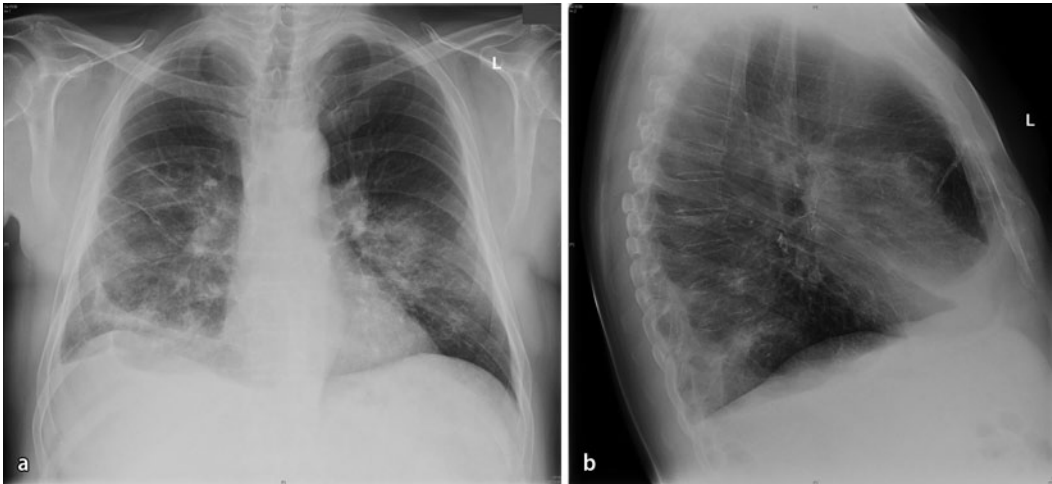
◀ Röntgenübersichtsaufnahme des Thorax im posterior-anterioren (a) und lateralen (b) Strahlengang bei einem 56-jährigen, lungentransplantierten Patienten mit bilateraler Pneumonie und Nachweis von HKU1-Coronavirus-RNA im Rachenabstrich
